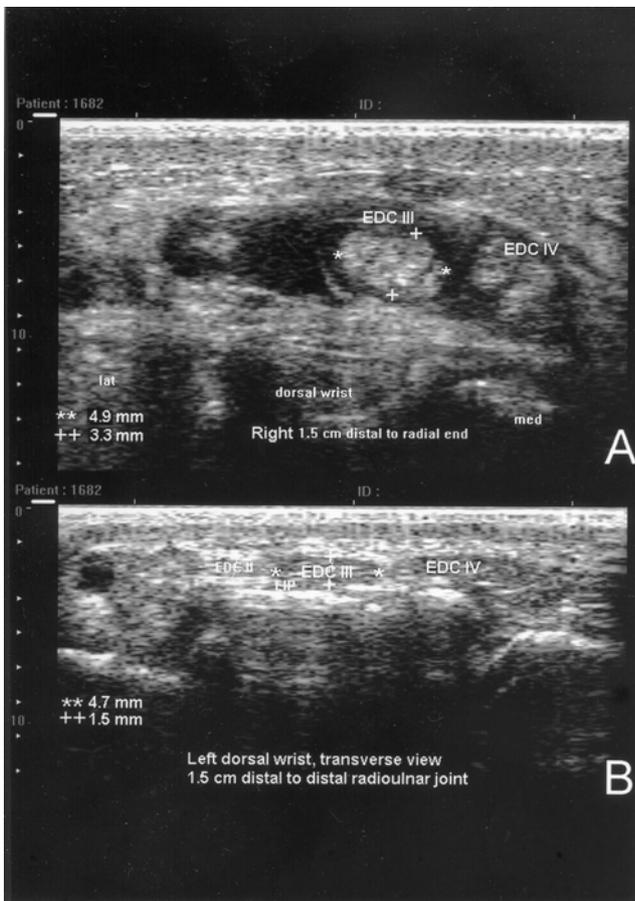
四號患者手腕背側之橫切面超音波影像。A. 偏癱側手指伸肌肌腱增粗, 低回音之腱鞘亦明顯增厚。B. 健側手腕背側肌腱正常。EDC III: 伸指總肌之第三指肌腱, EDC IV: 伸指總肌之第四指肌腱, EIP: 固有伸食指肌。超音波檢查時間在中風發病後兩個半月。
